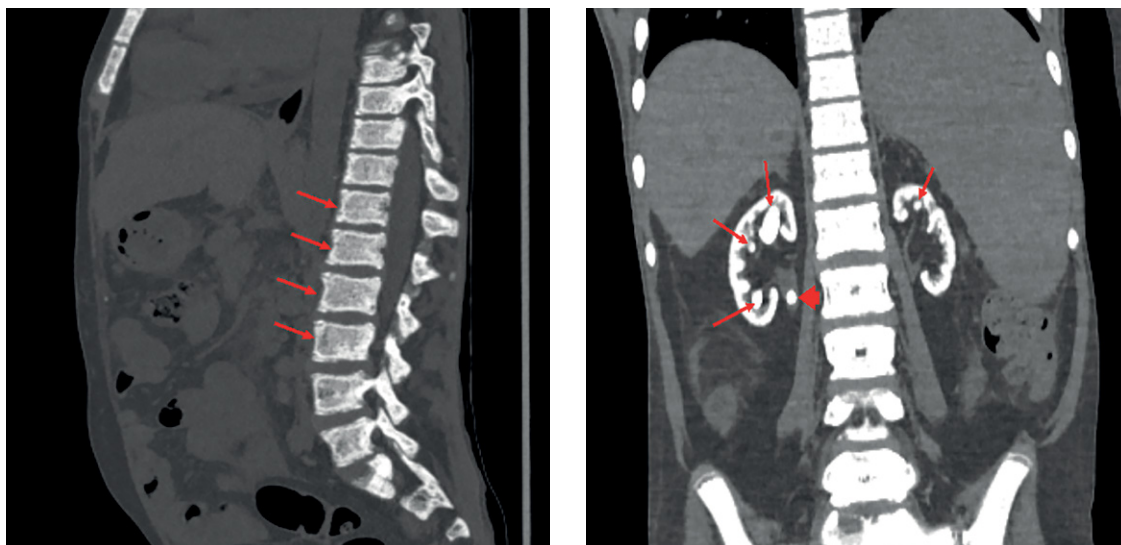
Мультиспиральная компьютерная томография грудного и поясничного отделов позвоночника.
